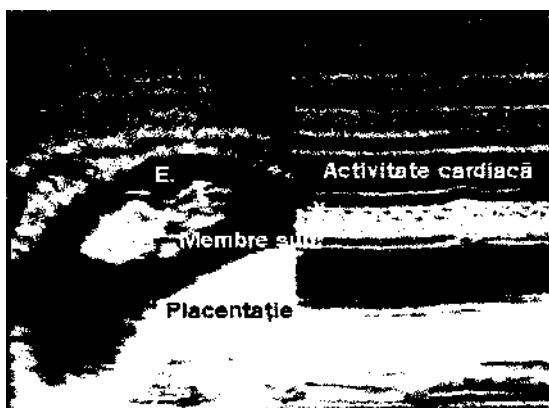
Examinare ecografică în modul B și în TM.
